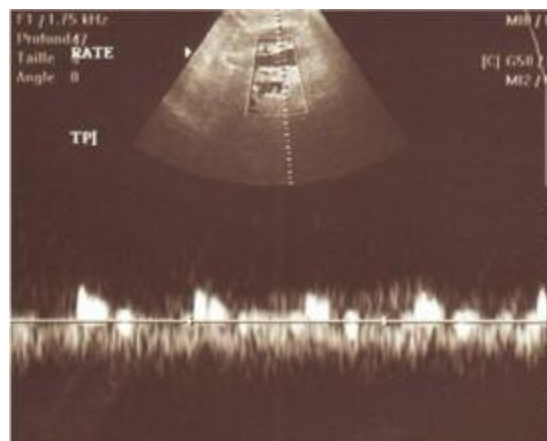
Echographie abdominale montrant un aspect échographique en faveur d'un HTP sur foie de cirrhose.
